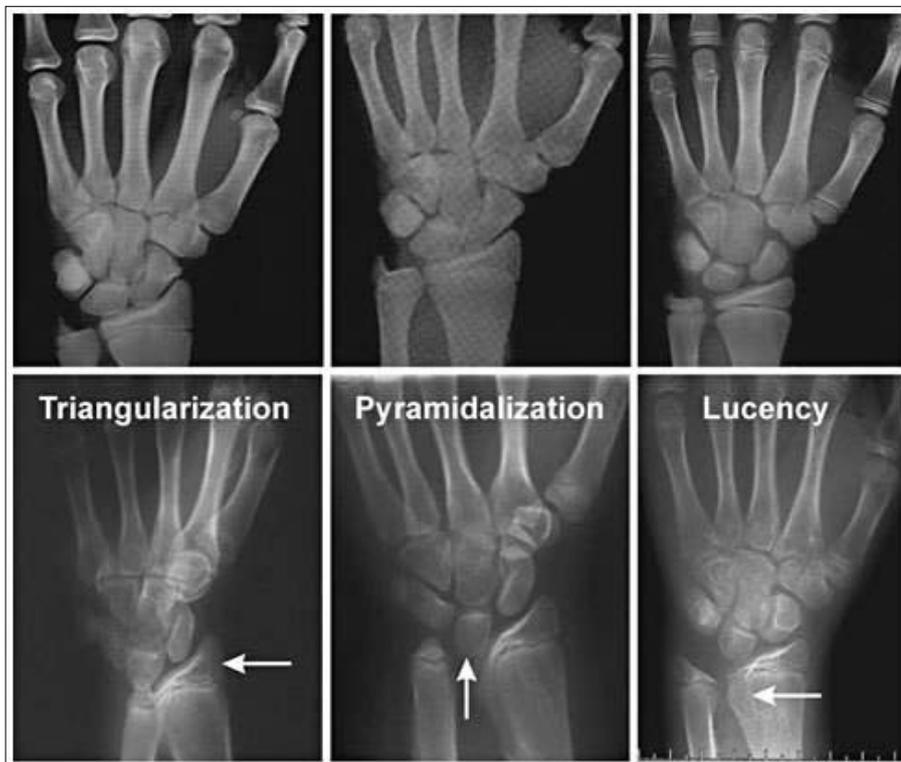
Radiografia di una mano normale (3 riquadri superiori) rispetto a quella di una mano patologica (3 riquadri inferiori).
